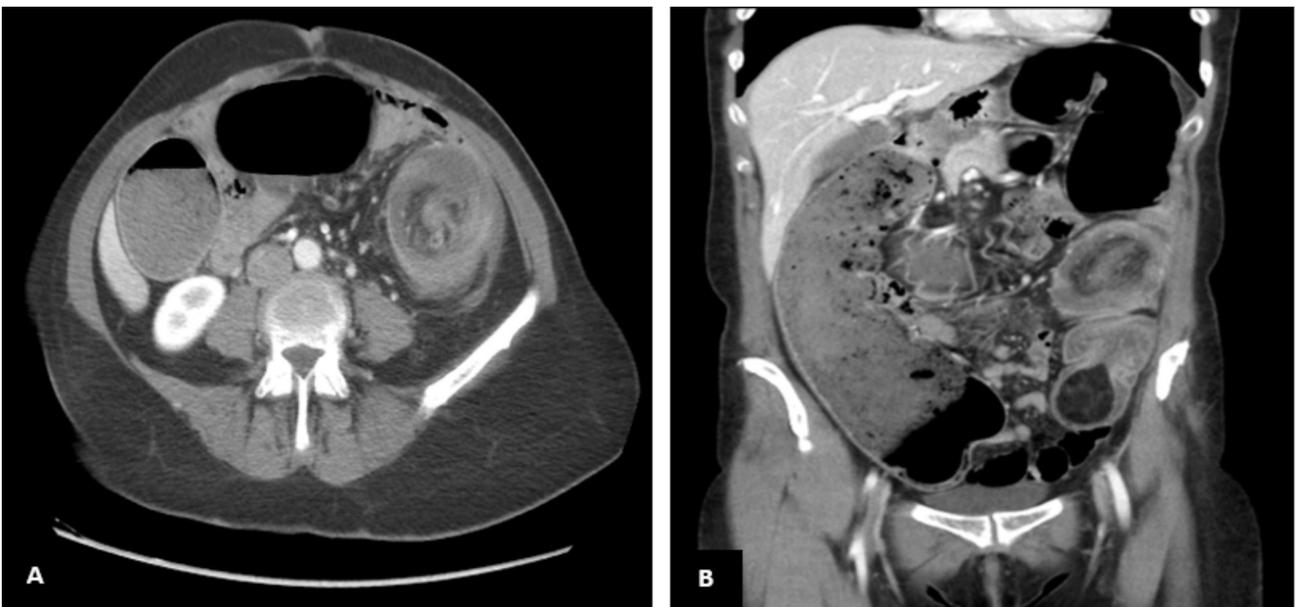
TC abdominal en fase portal (A. corte axial y B. corte coronal) que muestran intususcepción colo-cólica de colon descendente (flecha) secundaria a lipoma intramural, y marcada dilatación de marco cólico de hasta 8,1 cm a nivel del ciego (estrella).
